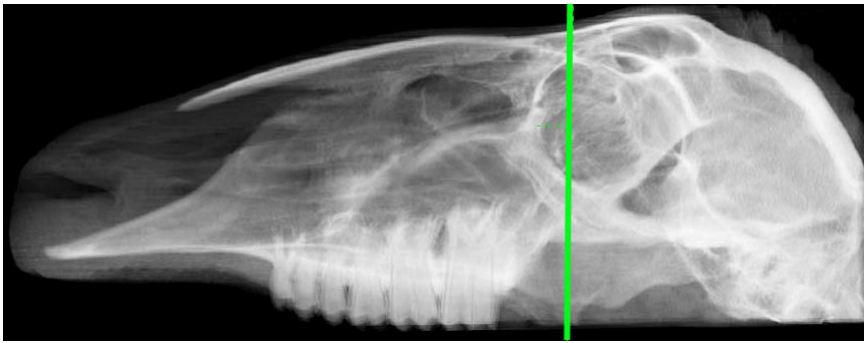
Radiologische Darstellung der Coronarebene 8 des Schafskopfes Nr.5 Merino im CT. Scd - Sinus conchae dorsalis dexter; Scd' - Sinus conchae dorsalis sinister; Sfm - Sinus frontalis medialis dexter; Sfm' - Sinus frontalis medialis sinister; SI - Sinus lacrimalis dexter; SI' - Sinus lacrimalis sinister; Sm - Sinus maxillaris dexter; Sm' - Sinus maxillaris sinister; Sn - Septum nasi.
